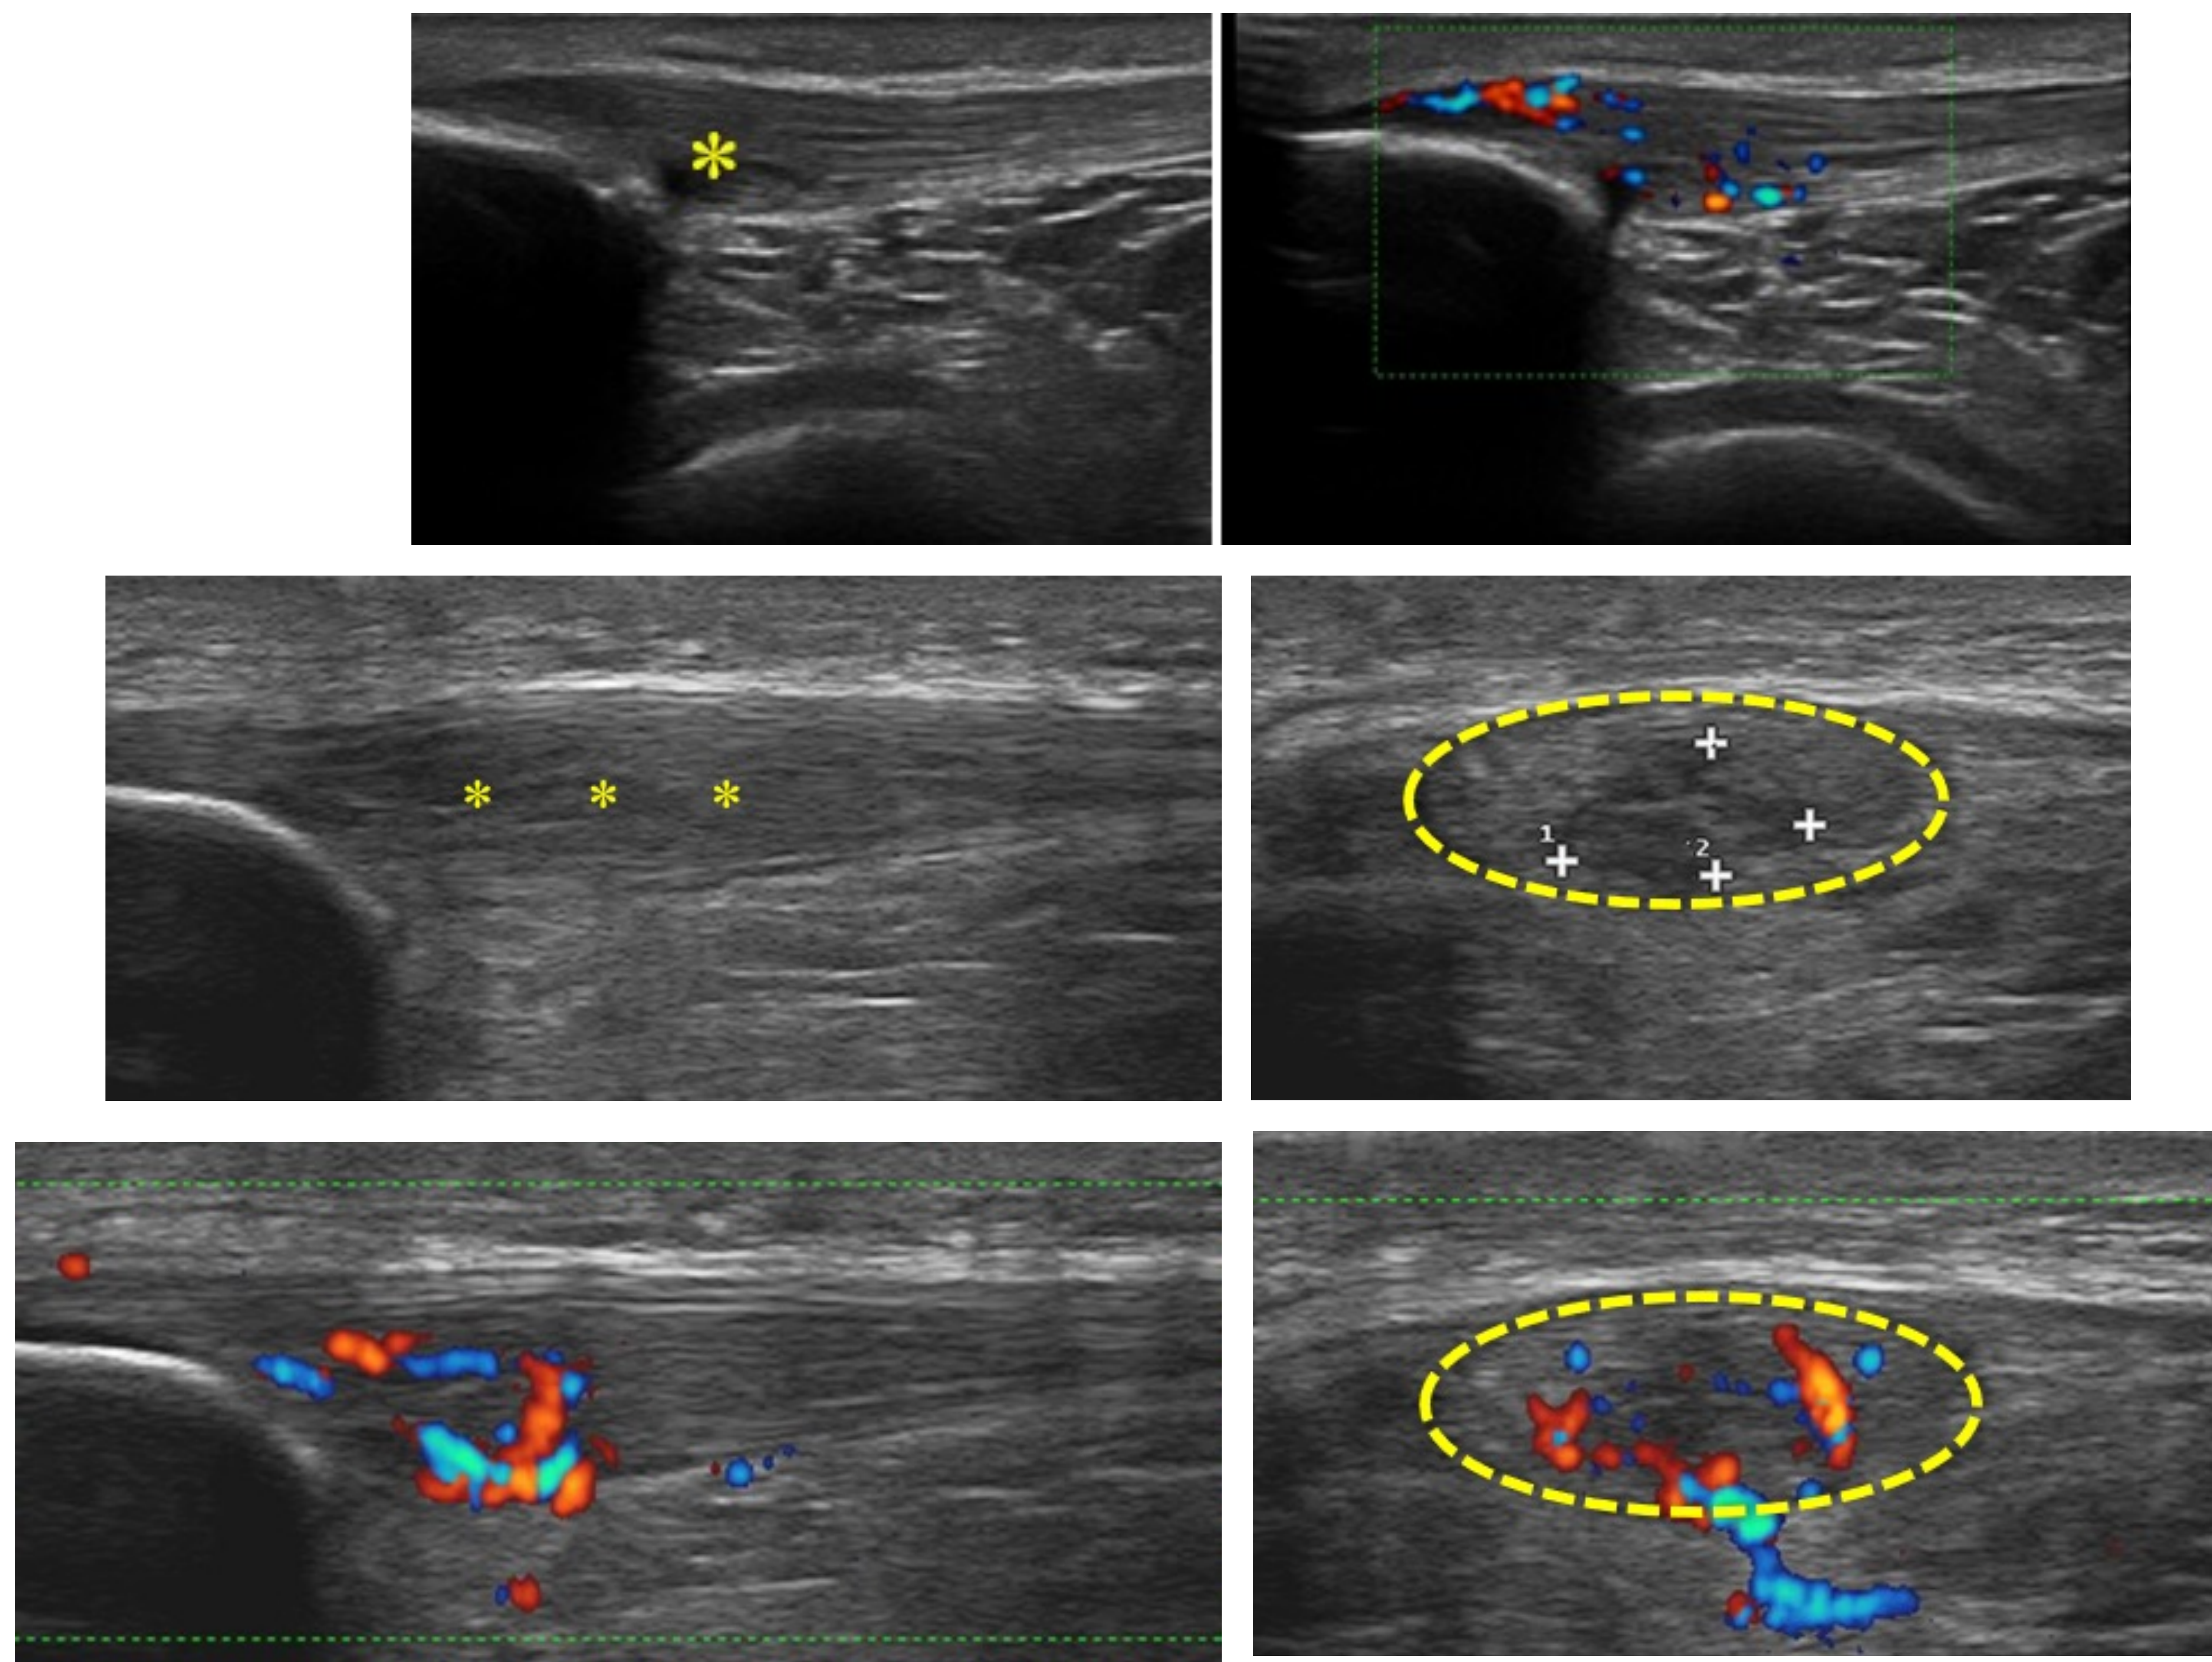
Tendinopatía proximal del rotuliano (*) con hiperemia en el estudio Doppler.
